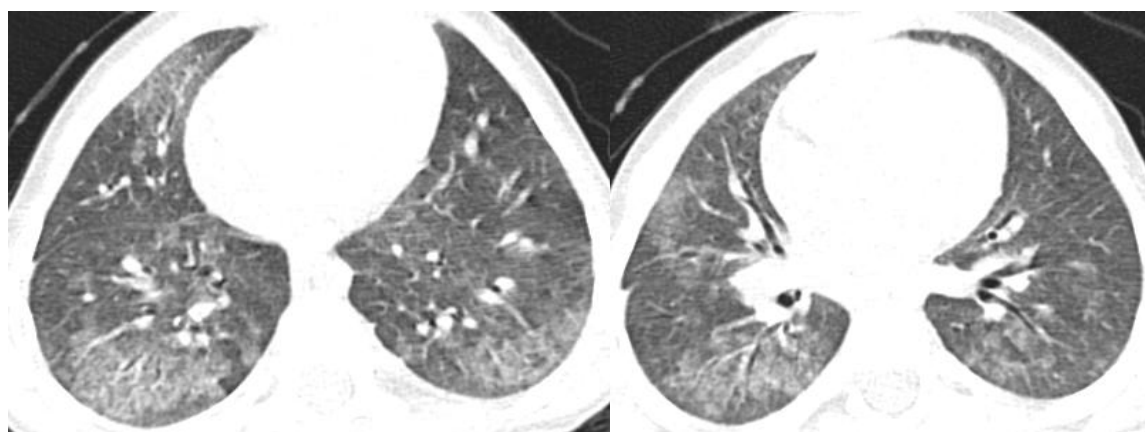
КТ органов грудной полости. Описание в тексте
